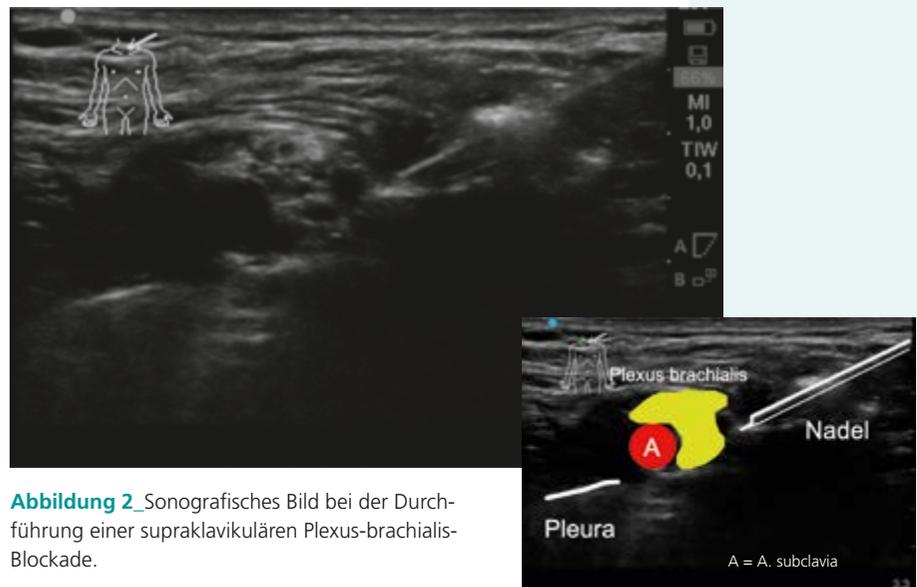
Sonografisches Bild bei der Durchführung einer supraclaviculären Plexus-brachialis-Blockade.
